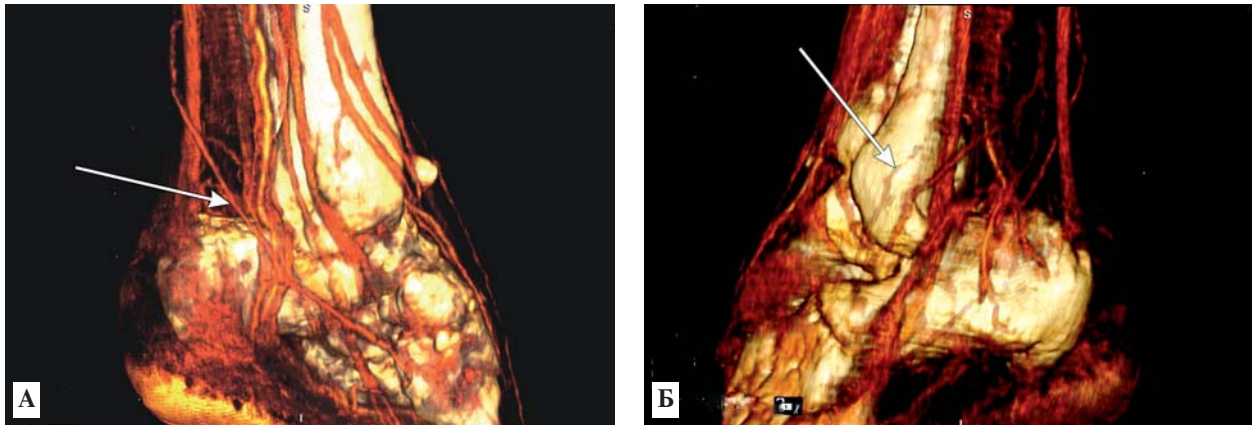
Вид сосудистой сети левой стопы после операции при КТ ангиографическом исследовании с 3D-моделированием. Со стороны медиальной поверхности, где рана закрыта суральным лоскутом с дистальным основанием, определяется *a. suralis* (стрелка) в проекции питающей ножки лоскута (А); со стороны тыльно-латеральной поверхности, где рана закрыта латеральным надлодыжечным лоскутом, определяется перфорантная ветвь *ramus cutaneus* от *a. fibularis* (стрелка) в проекции питающей ножки лоскута (Б)
